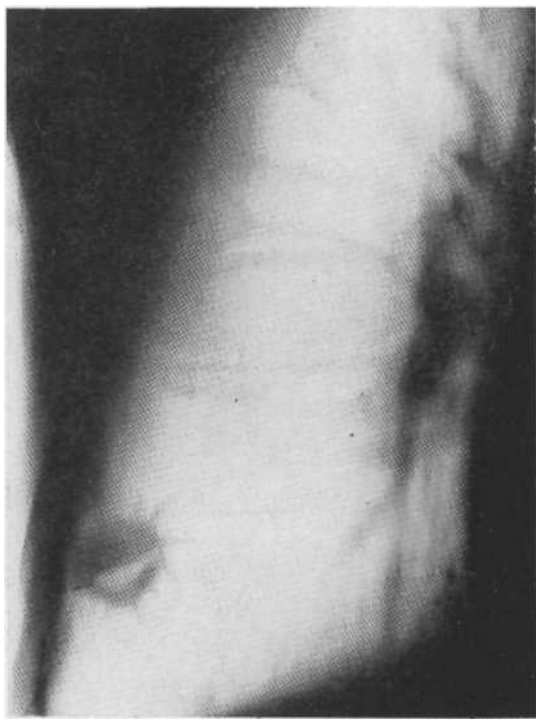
Томограмма в прямой проекции. Периферический рак (опухолевые узлы диаметром 2 см) с распадом у нижнего полюса. От наружного контура идут тяжи в легочную ткань. Небольшая бугристость контуров. Операция.
